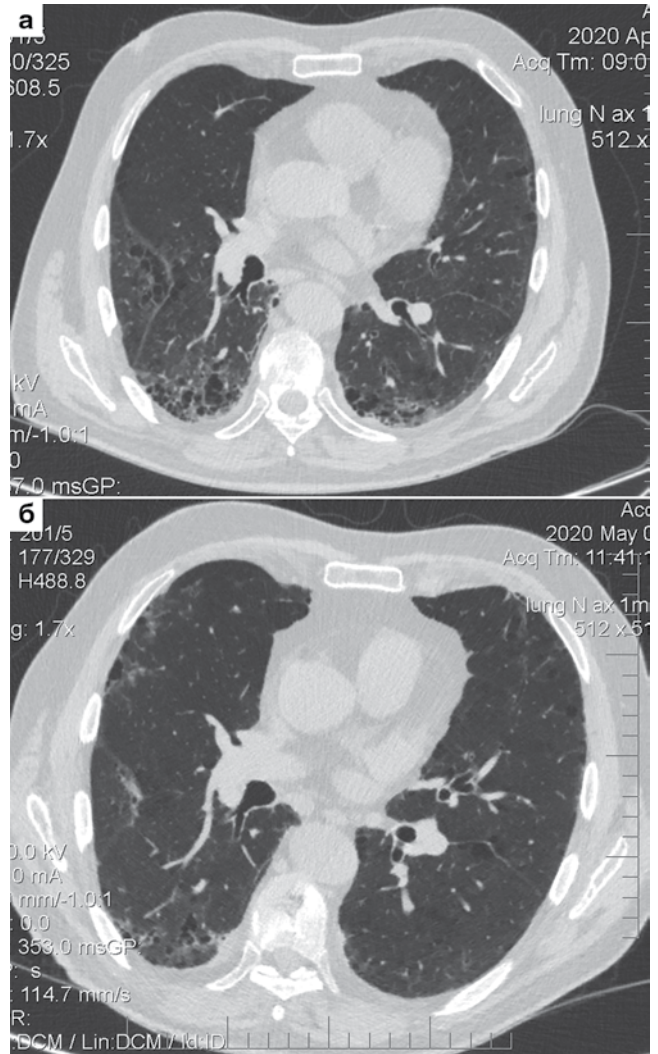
КТ ОГК, аксиальные срезы. Участки «матового стекла» на фоне парасептальной эмфиземы: а) при поступлении; б) на 13-е сут, положительная динамика в виде регресса паттерна «матового стекла»
